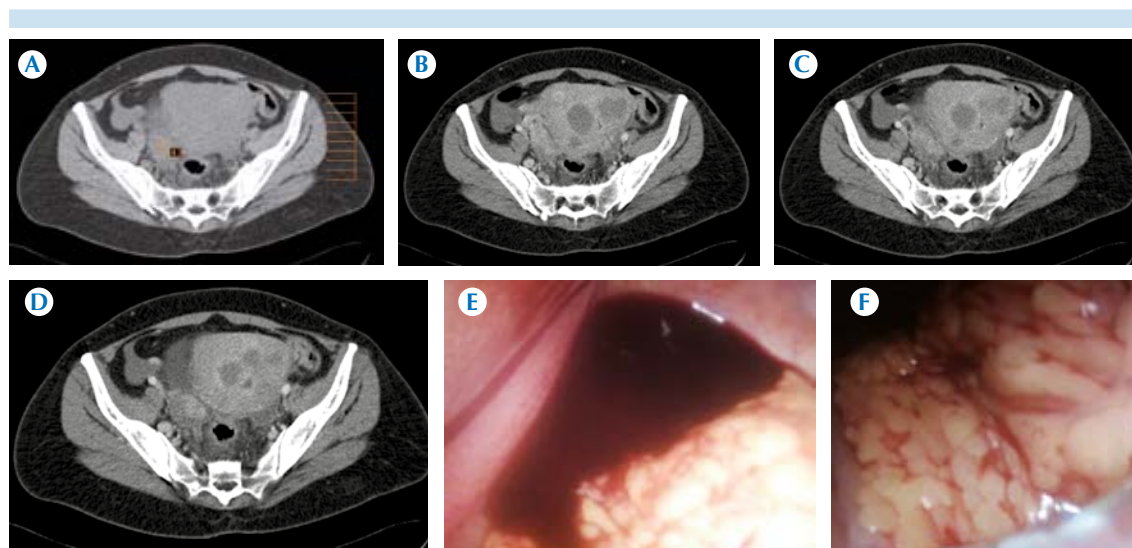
Caso 7. Mujer de 42 años con síndrome doloroso abdominal inespecífico. Tomografía con contraste intravenoso por sospecha clínica de ser secundario a apendicitis aguda. Imágenes axiales en fase simple. A) Área de hiperatenuación aneal derecha de 43 UH que después del contraste intravenoso muestra B-C) leiomiomatosis con cambios por necrobiosis con reforzamiento del área hiperdensa descrita. D-F) En la exploración laparoscópica se demostró hemoperitoneo con acumulación hacia la fosa ilíaca derecha estableciéndose el diagnóstico de quiste ovárico hemorrágico con hemoperitoneo.
